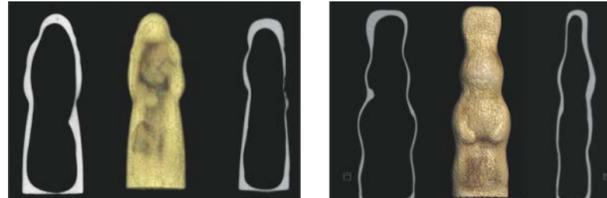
Exemplarisches Erscheinungsbild von österlichen und weihnachtlichen Schokoladen-Hohlkörpern in der 128-Zeilen-CT mit dreidimensionaler Bildrekonstruktion. Links: Nikolaus. Rechts: Osterhase.
